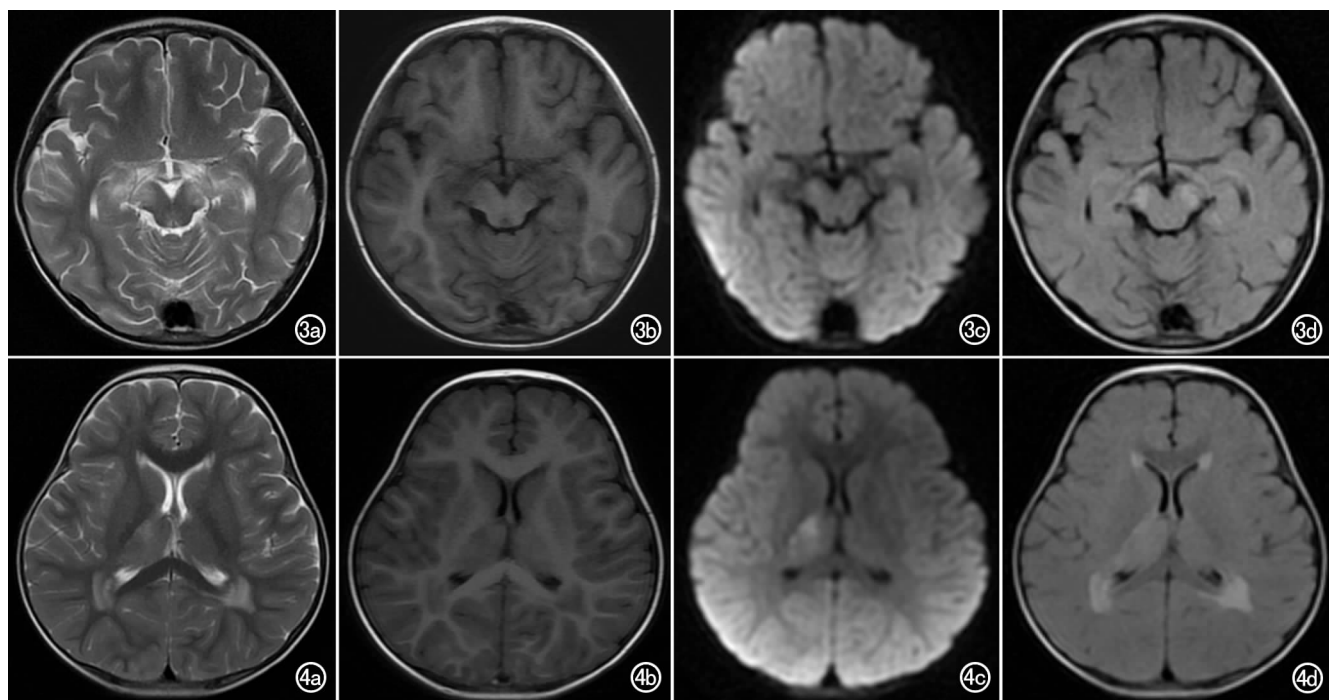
女, 2 岁 3 个月, 重症手足口病。a) 横轴面 T_2 WI 示双侧颞叶内侧、大脑脚病灶呈对称性高信号, 边缘模糊; b) 横轴面 T_1 WI 示双侧颞叶内侧、大脑脚病灶呈对称性稍低信号, 边缘模糊; c) DWI 序列示大脑脚病灶呈对称性稍高信号, 颞叶病灶呈等信号; d) 横轴面 T_2 -FLAIR 序列示大脑脚病灶呈对称性高信号, 颞叶病灶呈稍高信号。图 4 男, 3 岁, 重症手足口病。a) 横轴面 T_2 WI 示右侧丘脑、双侧侧脑室后角周围脑白质病灶呈稍高信号/高信号, 边缘模糊; b) 横轴面 T_1 WI 示右侧丘脑、双侧侧脑室后角周围脑白质病灶呈稍低信号/低信号, 边缘模糊; c) DWI 序列示右侧丘脑病灶呈稍高信号, 边缘模糊; 双侧侧脑室后角周围脑白质病灶呈等信号; d) 横轴面 T_2 -FLAIR 序列示右侧丘脑、双侧侧脑室后角周围脑白质病灶呈稍高信号/高信号, 左侧丘脑亦呈稍高信号, 边缘模糊。
